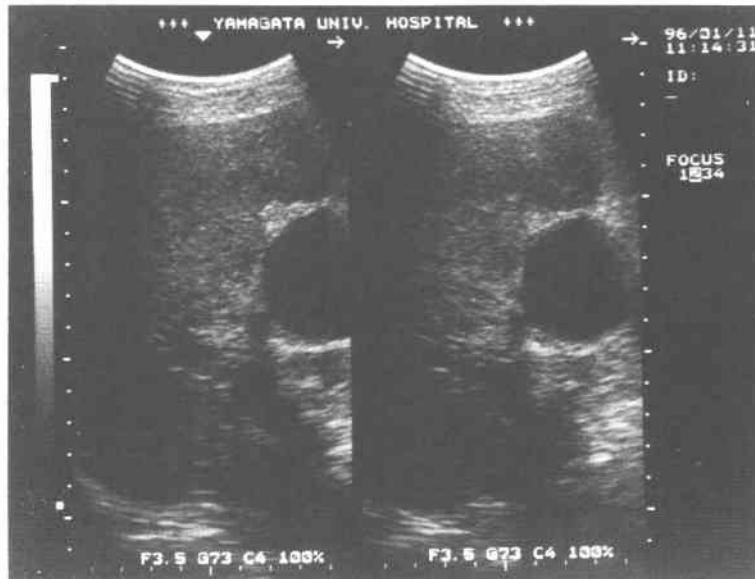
Case 1; Ultrasonogram obtained 27 weeks after thermal ablation. The gallbladder lumen was still remained.
